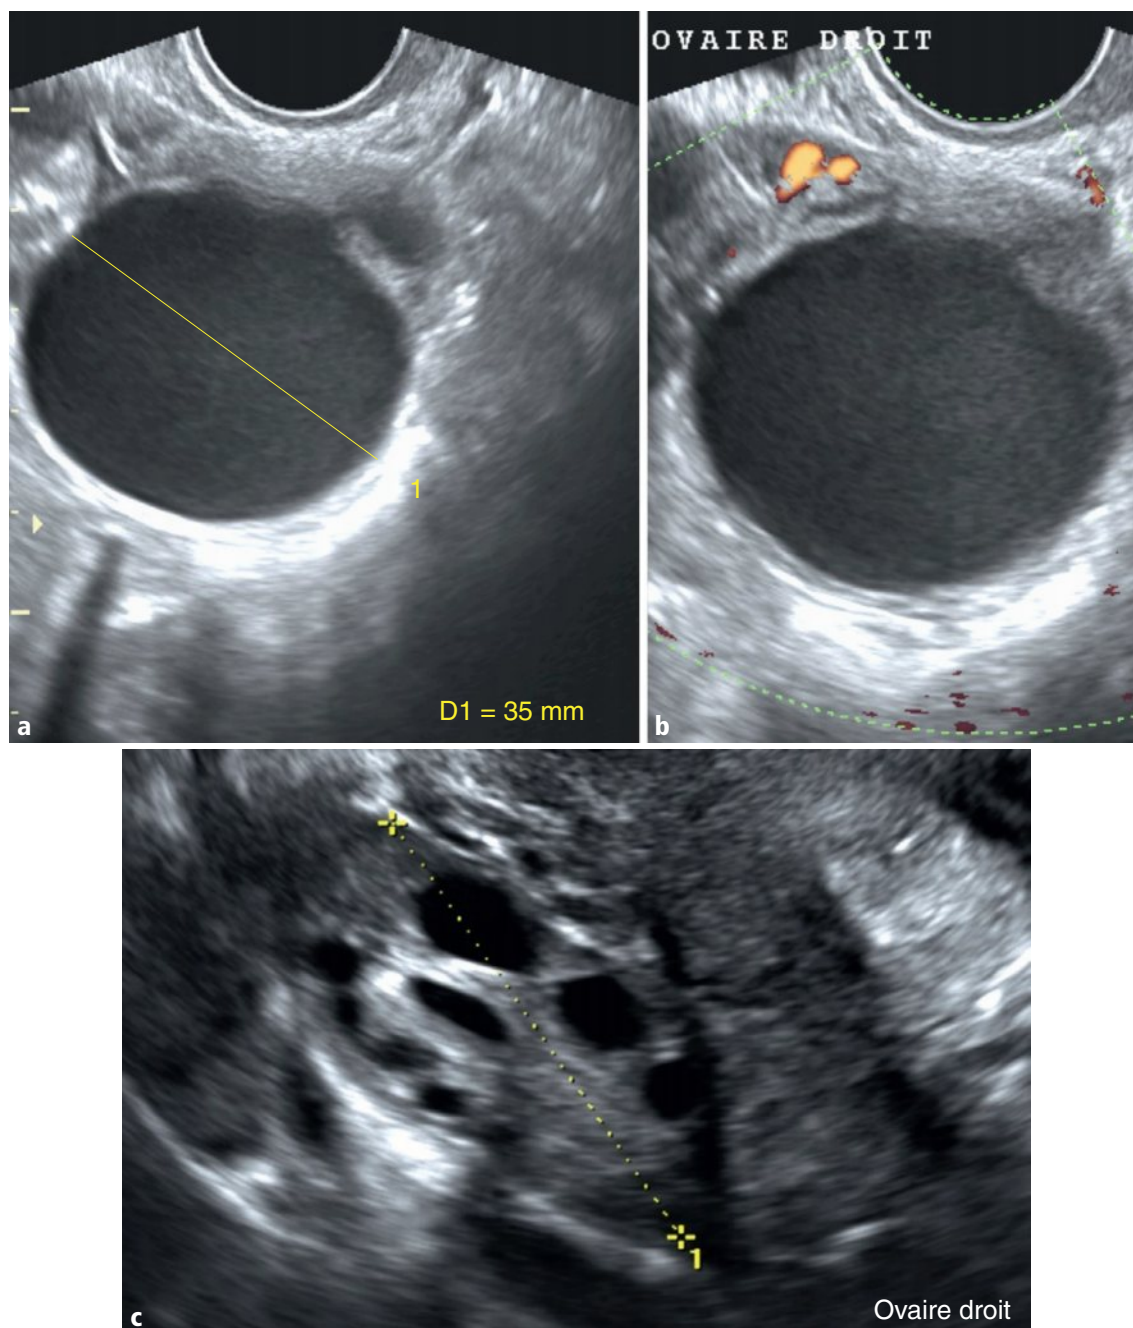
a-c Kyste ovarien droit de 35 mm (a), sans flux Doppler tant en intra- que périkystique (b), à contenu finement échogène et homogène, avec renforcement postérieur, signant son caractère hématique. Contrôle à 3 mois en première partie de cycle (c) montrant une restitution *ad integrum* de l'ovaire droit, normalement plurifolliculaire, attestant de la disparition spontanée du kyste, confirmant ainsi son caractère fonctionnel.
